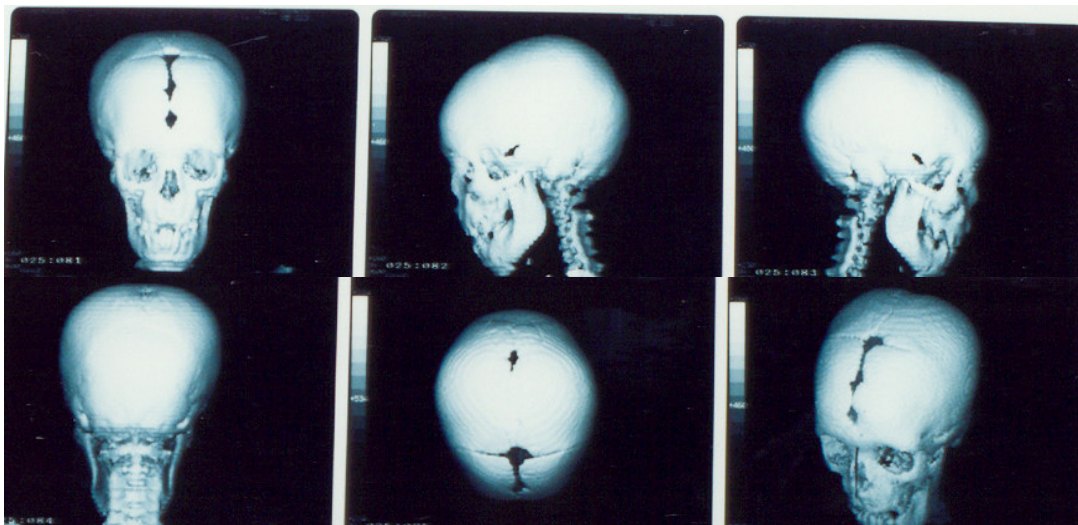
Tomografía de cráneo con reconstrucción que demuestra persistencia de la fontanela anterior abierta.
